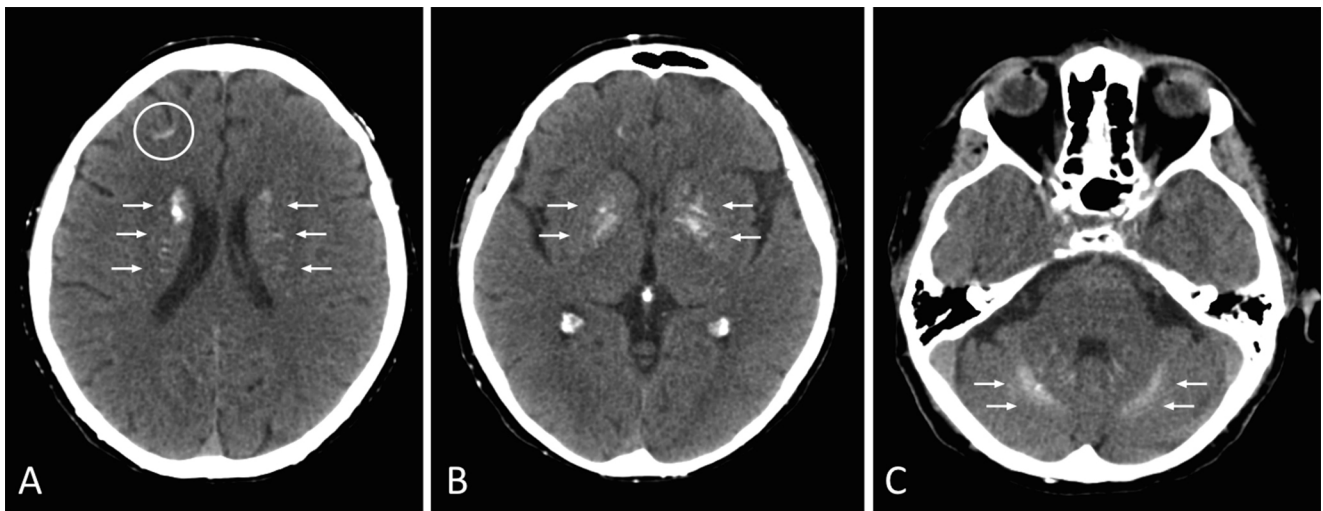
TDM cérébrale sans injection en coupe axiale : hyperdensités spontanées bilatérales et symétriques des noyaux gris centraux (A et B, flèches), de la substance blanche sous-corticale (A, cercle) et des hémisphères cérébelleux (C, flèches), évoquant des calcifications liées à un syndrome de Fahr
